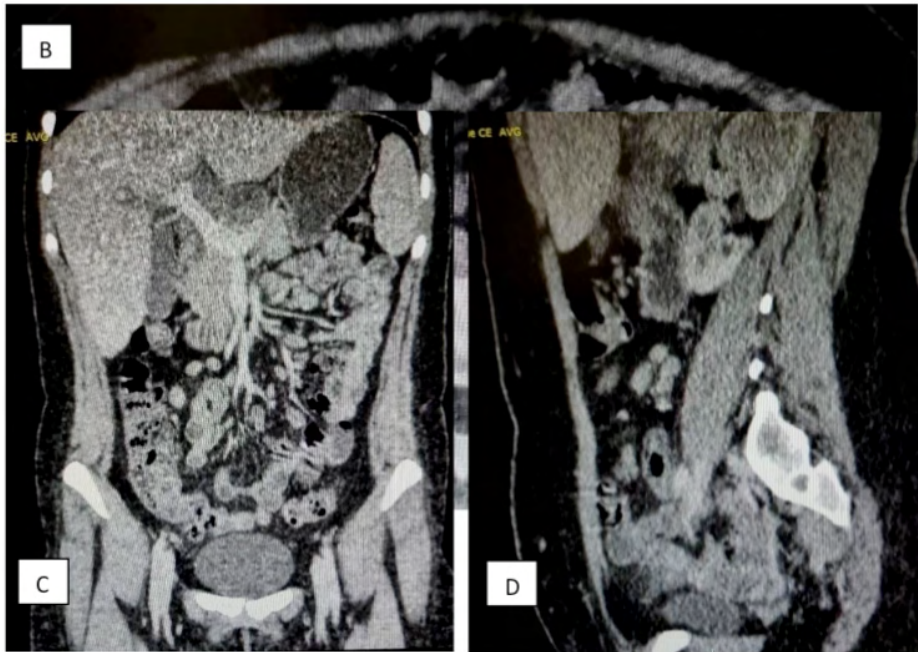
TC cervical (A) corte axial, e TC de abdômen e pelve com contraste nos cortes B) axial, C) coronal e D) sagital, evidenciando aumento linfonodal em número e tamanho.
